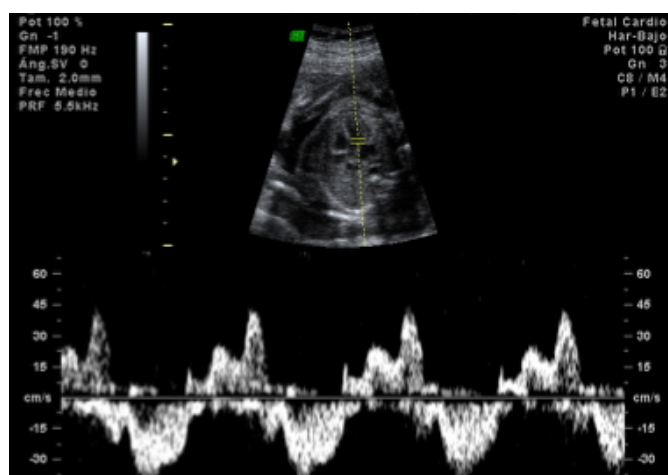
Ecografía Doppler ciclo cardíaco fetal
